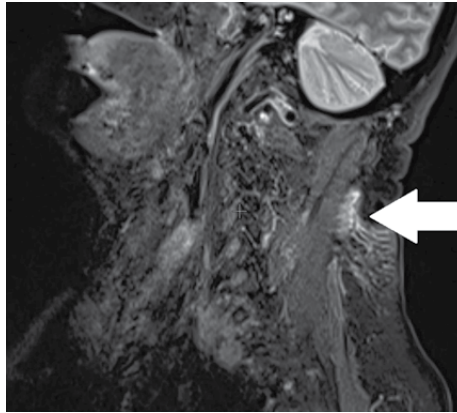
МРТ шейного отдела позвоночника (сагиттальная проекция), режим T2 STIR. Инфильтративные изменения подкожно-жировой клетчатки окружающих мягких тканей
